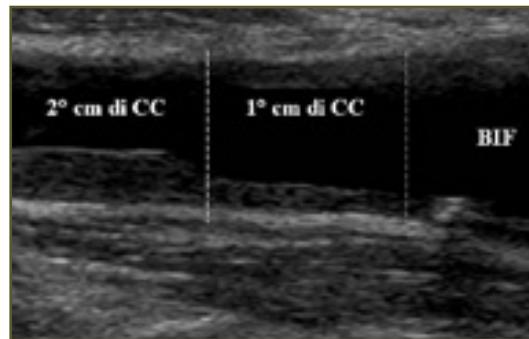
Immagine ultrasonografica di una carotide comune che mostra l'importanza di valutare l'arteria nella sua intera lunghezza. Si noti che se si considerasse soltanto il primo centimetro distale della carotide comune al paziente sarebbe assegnato un profilo aterosclerotico più basso di quanto effettivamente sia.
